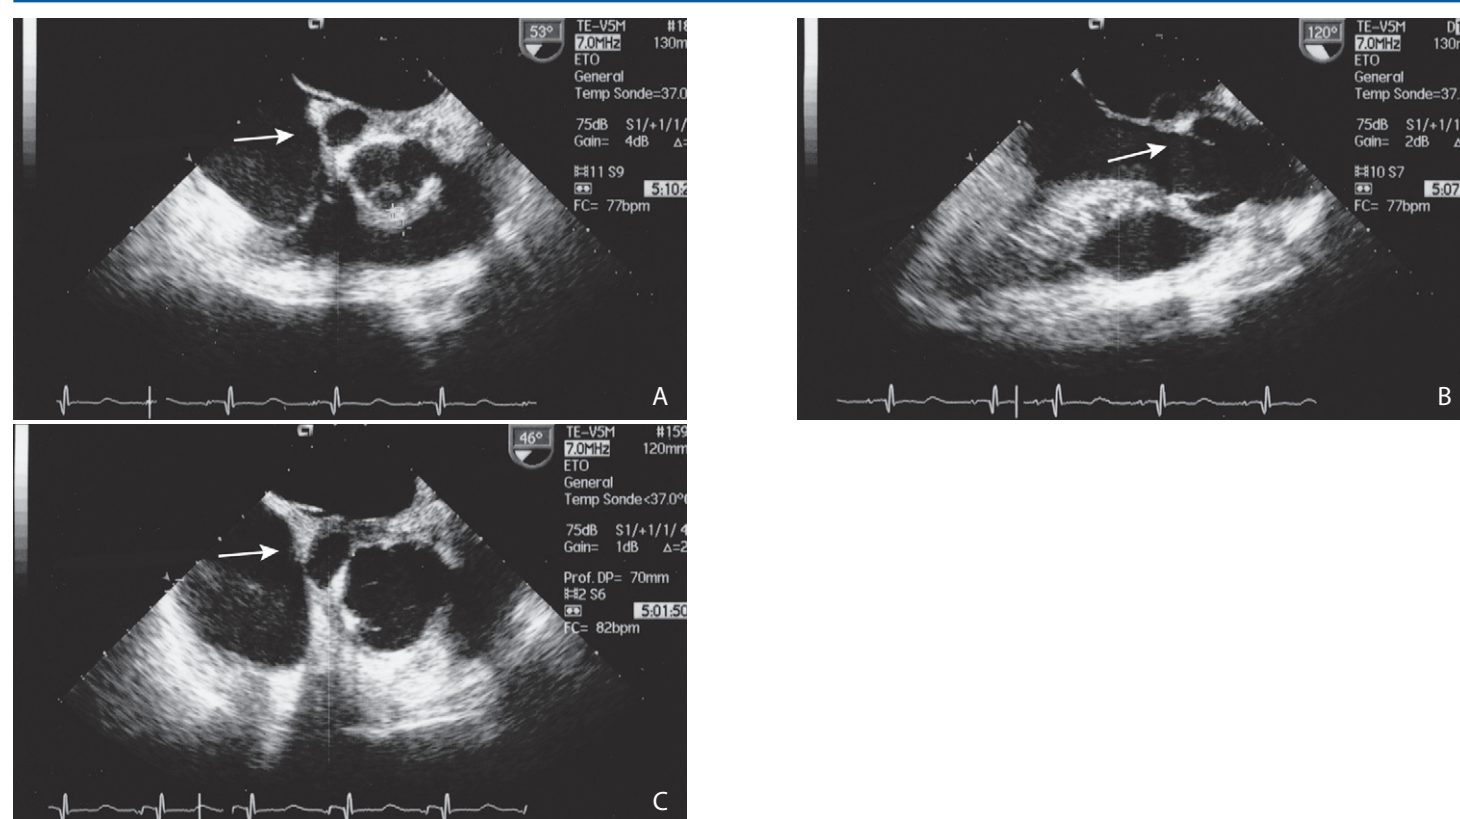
Échocardiographie transœsophagienne (A à C). Abscès du trigone aortomitral (flèche) (clichés du Pr Dérumeaux et du Dr Barthelet).
